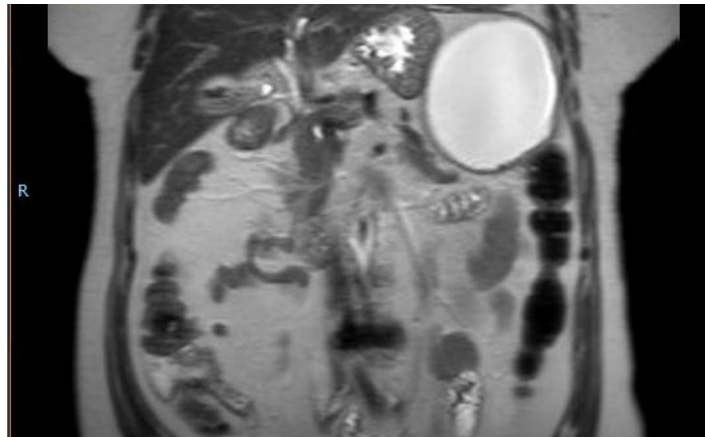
Colangio RM realizada durante ingreso
